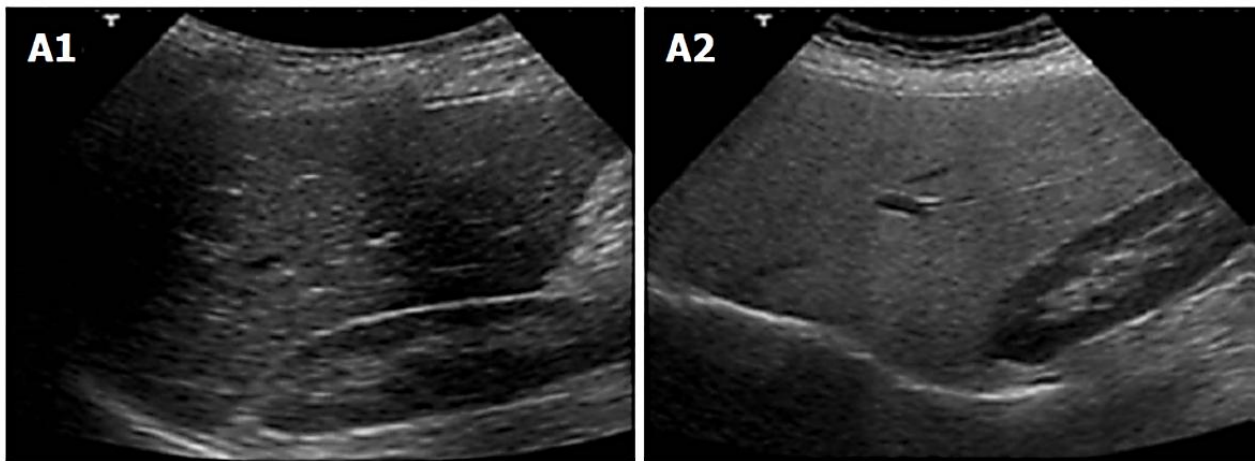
УЗИ печени пациента с НАЖБП. В норме паренхима печени изоэхогенна почечной паренхиме (A1) и становится гиперэхогенной при наличии стеатоза печени (A2)
